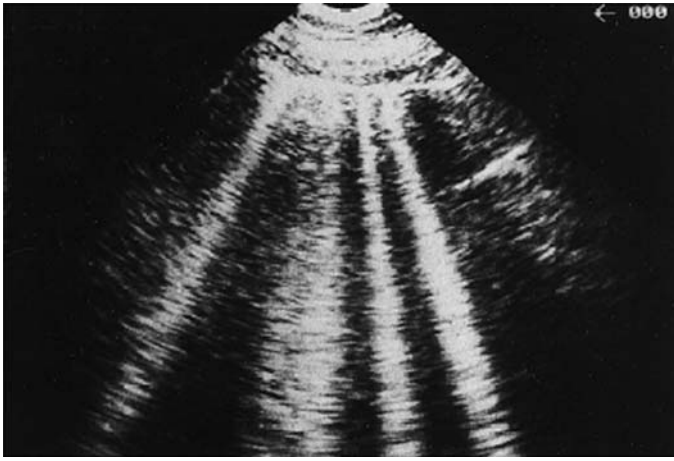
Échographie pulmonaire montrant une image en artefact de queue de comète évocatrice d'un œdème aigu pulmonaire cardiogénique.
